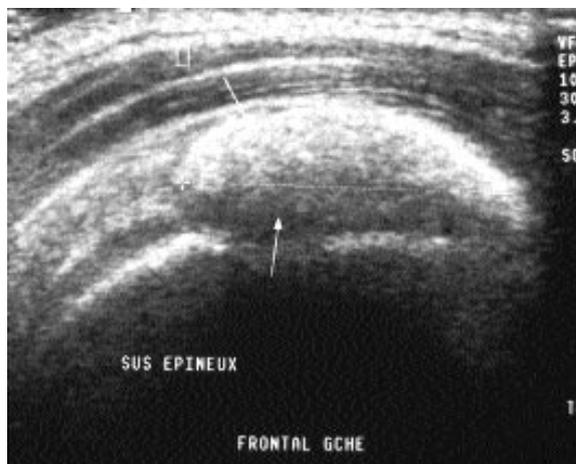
Calcification échographique avec cône d'ombre impur (stade 2).
